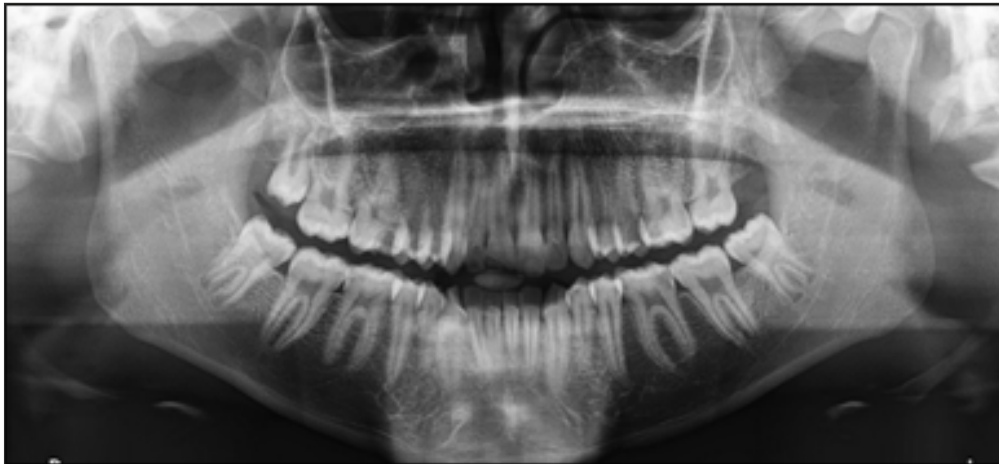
Ortopantomografía con un estadio F de Demirjian en terceros molares inferiores (17).
